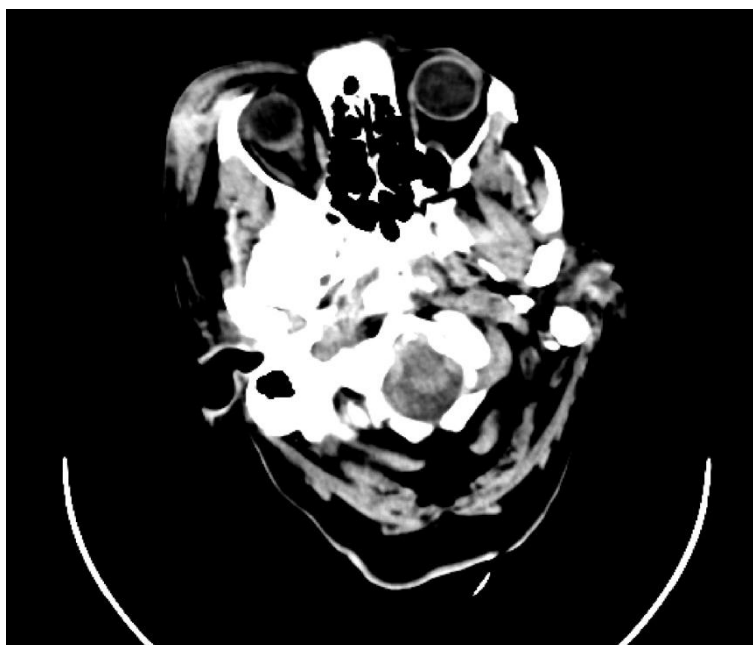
TC de cráneo en proyección axial. Hematoma periorbitario derecho (*Servicio de radiodiagnóstico. Complejo Asistencial de Zamora*).
